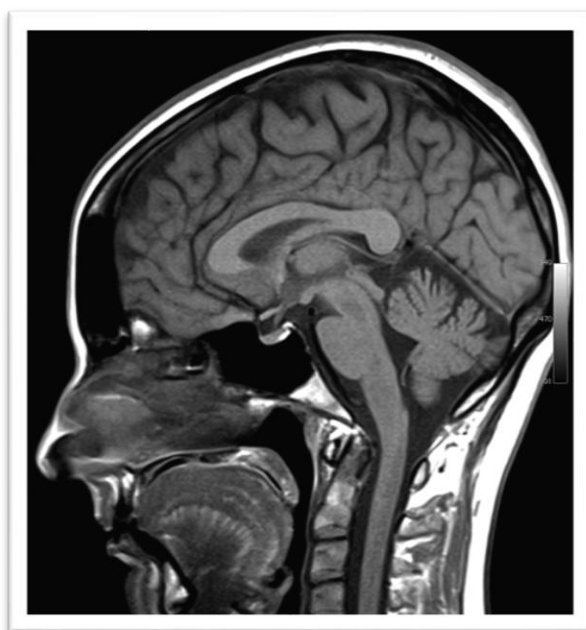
Ressonância magnética. Fonte: www.imi.pt
